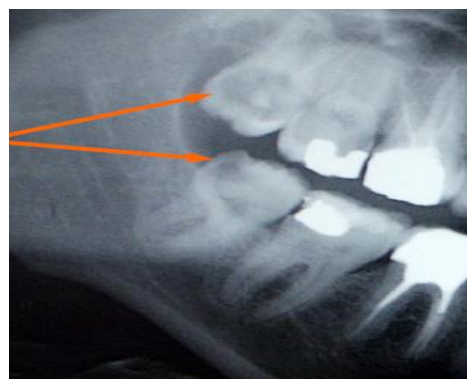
Image radiographique montrant la présence de carie au niveau de la couronne de la 18 et de la 48.
